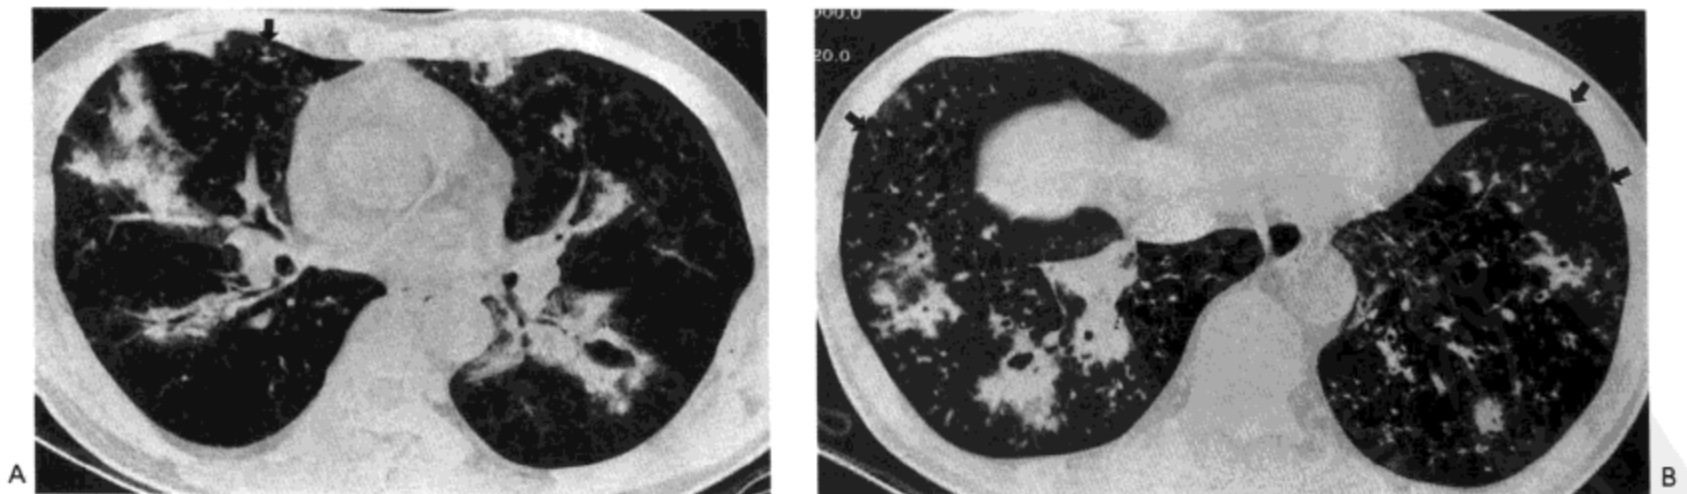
曲霉菌支气管肺炎与支气管肺炎(气道侵袭性曲霉菌病)。右中叶支气管水平(A)与肝顶水平(B)高分辨率CT(1.0mm层厚)像示片状支气管周围肺实变, 小叶中心性小结节, 与分支状线样结构(箭号)。双肺下叶可见空洞形成。
